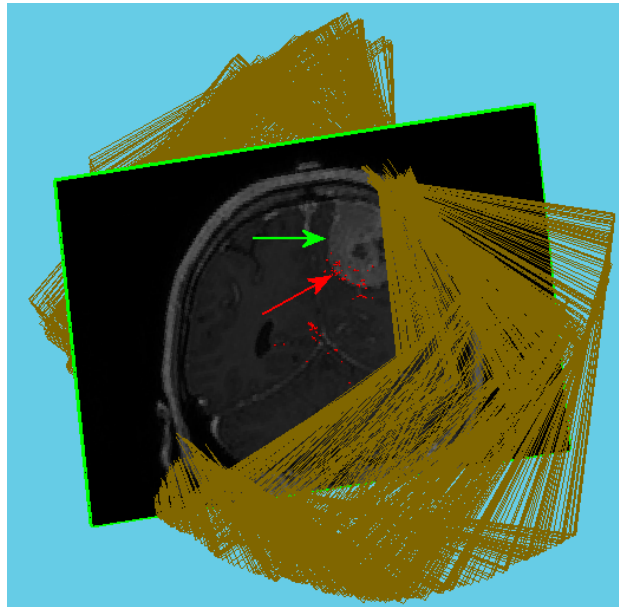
Répartition de la position des images US obtenues lors d'une acquisition sur patient. Les rectangles jaunes matérialisent les bords de l'image échographique complète. La limite tumorale est indiquée par une flèche verte et les points segmentés à partir des données Color Doppler sont indiqués en rouge (flèche rouge)
